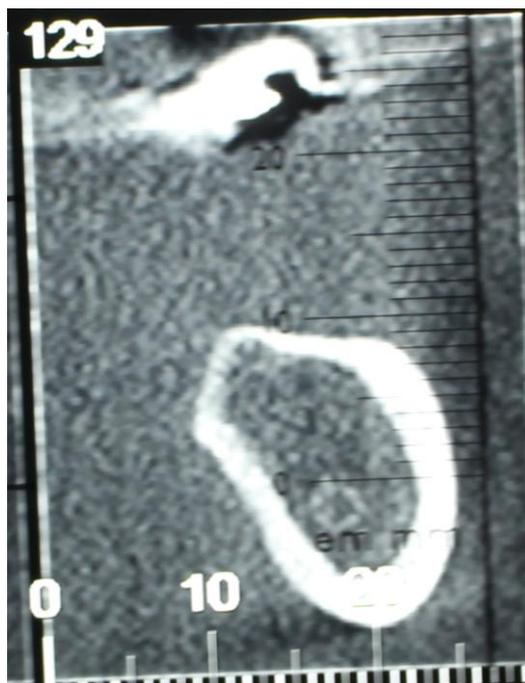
Corte parasagital da TC – altura de 9 mm de remanescente ósseo na região do dente 37.
